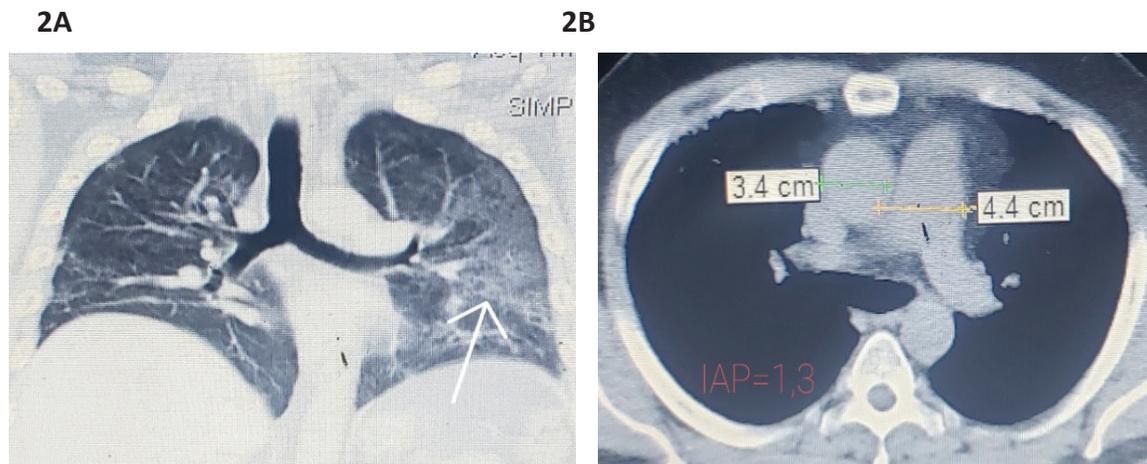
Mismo paciente, se realiza tomografía de tórax, reconstrucción coronal. (A) muestra patrón en vidrio deslustrado predominio izquierdo. (B) corte axial, ventana mediastinal, mediastino subaórtico nivel de la arteria pulmonar se resalta índice A/P >1 sugestiva de HAP (Imagen archivo Dra. Arias, Hospital Alfredo Van Grieken de Coro, Falcón Venezuela).
